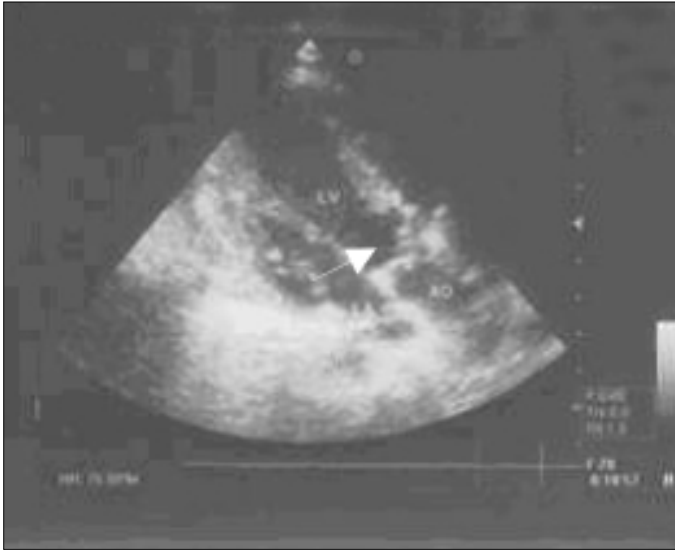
Postoperative sixth-month 2D echocardiogram shows no hemodynamically significant left ventricular outflow tract obstruction (white arrow)
